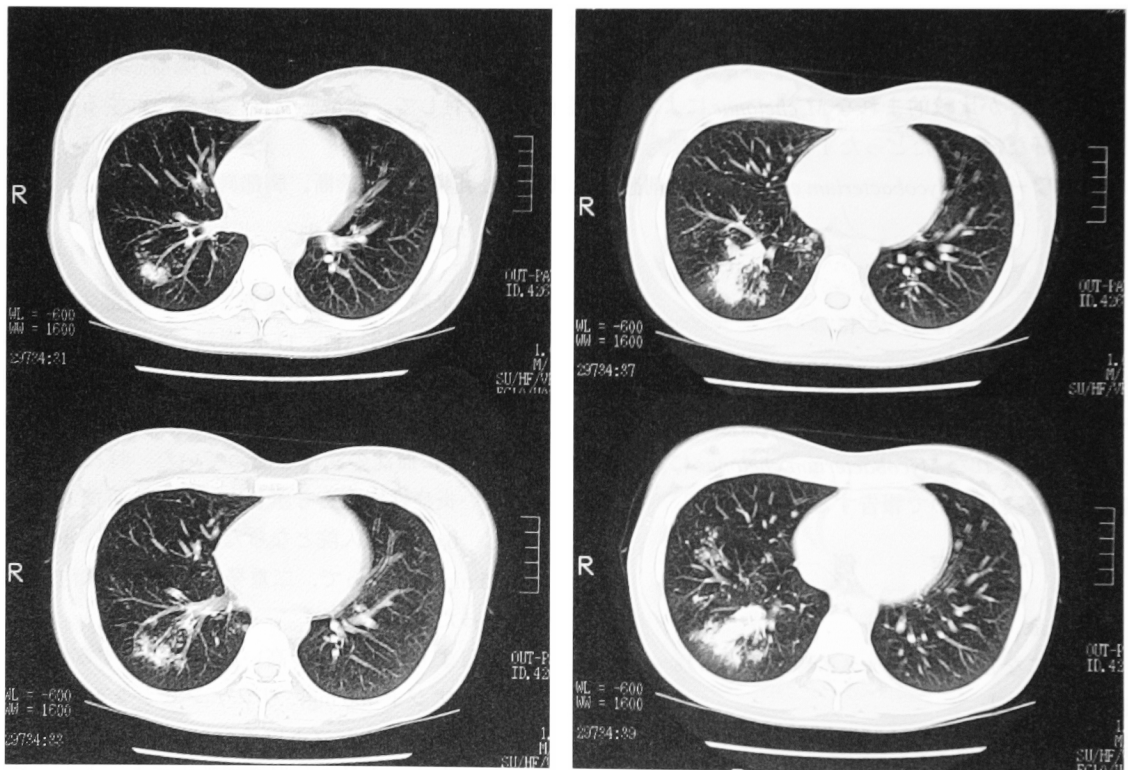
Chest CT scan showed abnormal scattered consolidation at the right lower lung.
